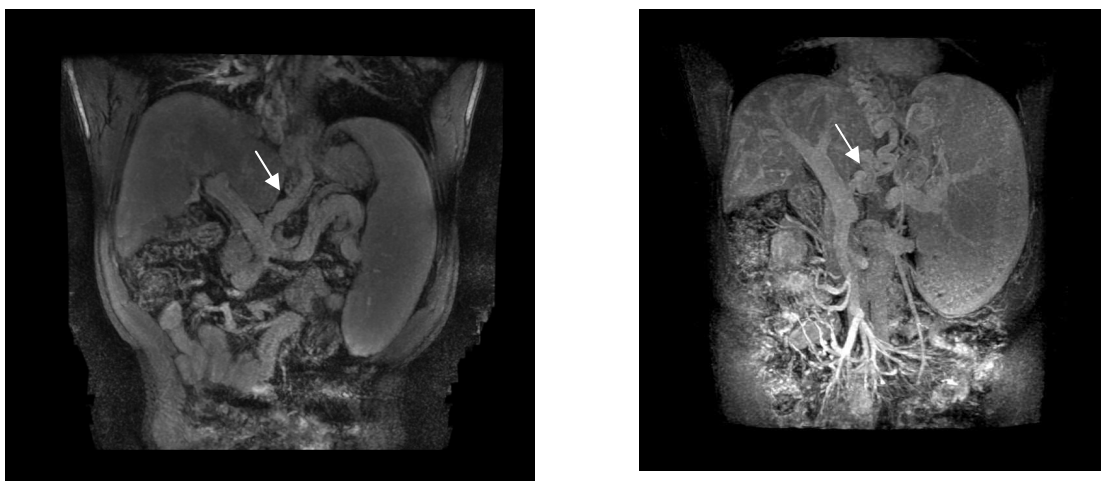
Ressonância magnética de abdome mostra volumosas colaterais gástricas esquerdas (setas), vistas em cortes coronais.
